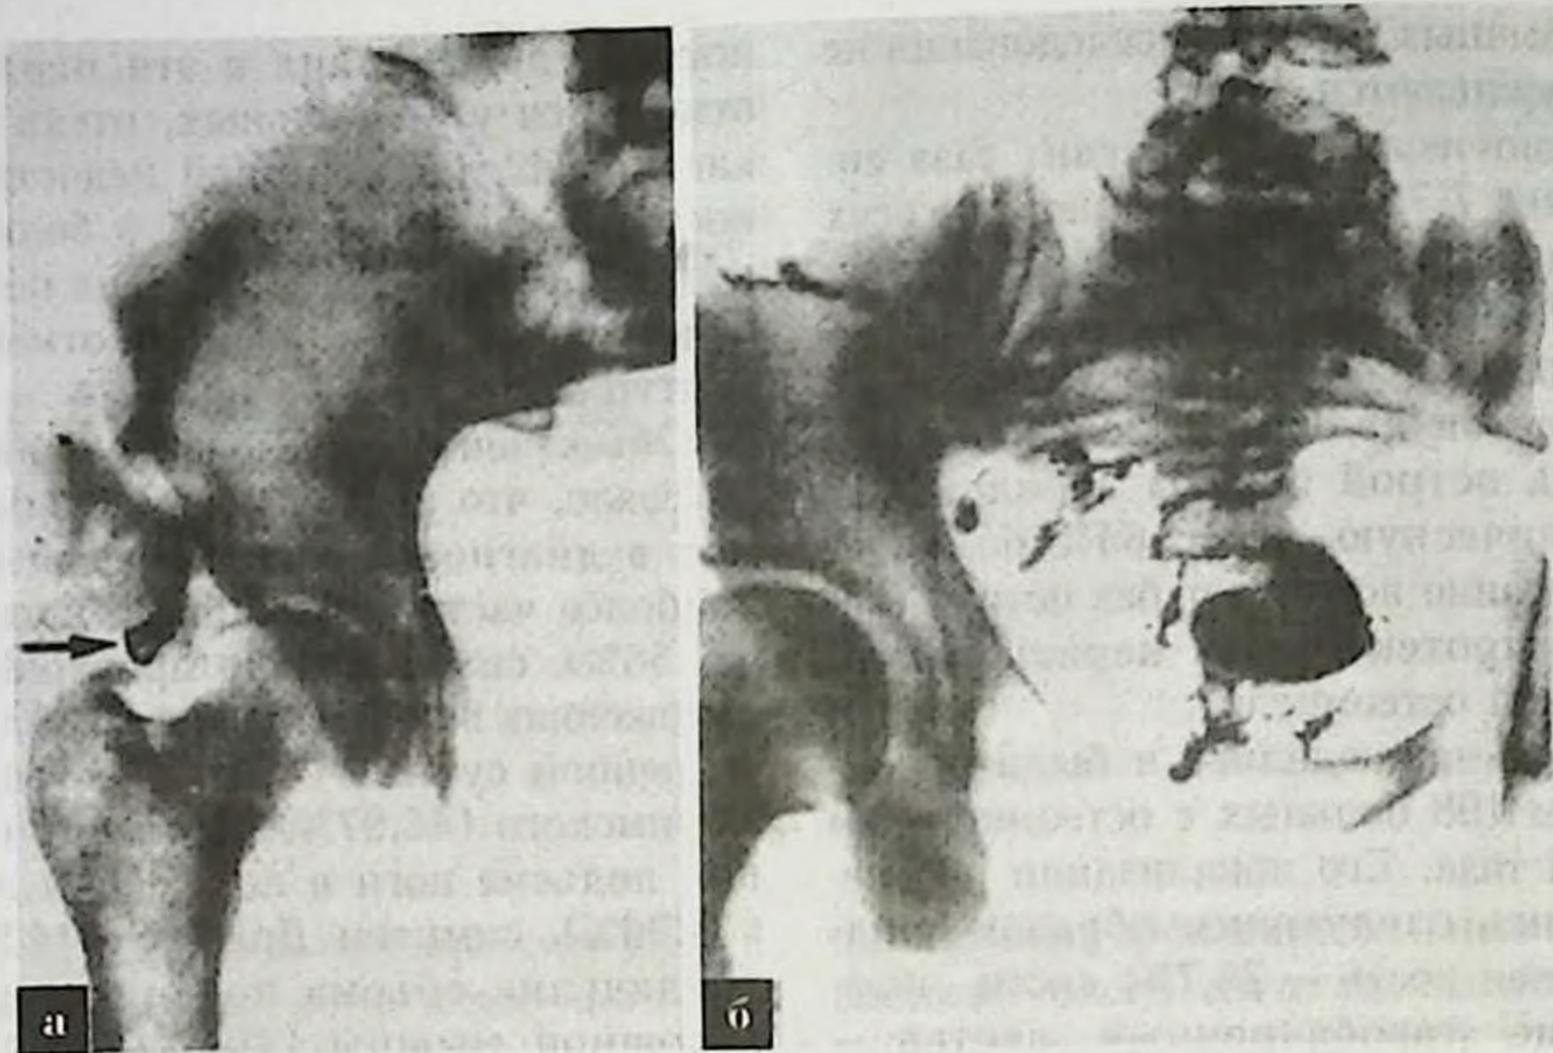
Рентгенограммы таза. а—прицельная рентгенограмма при остеомиелите правой подвздошной кости — выявлен свободный секвестр в свищевых ходах мягких тканей; б—фистулография с двойным контрастированием показала наличие лабиринта свищевых ходов с образованием большой гнойной полости у левого края крестца.
